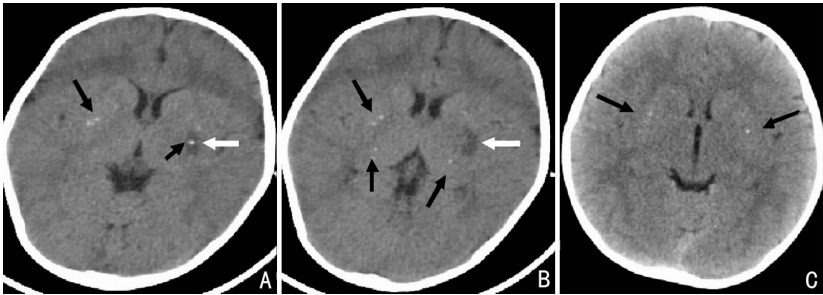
基底节钙化 CT 表现 A、B(男,15 个月):左侧侧脑室旁、左侧基底节区片状低密度影(白色箭头所示),双侧基底节区散在点片状高密度影(黑色箭头所示);C(男,2 岁):双侧基底节区点状高密度影(箭头所示)。
